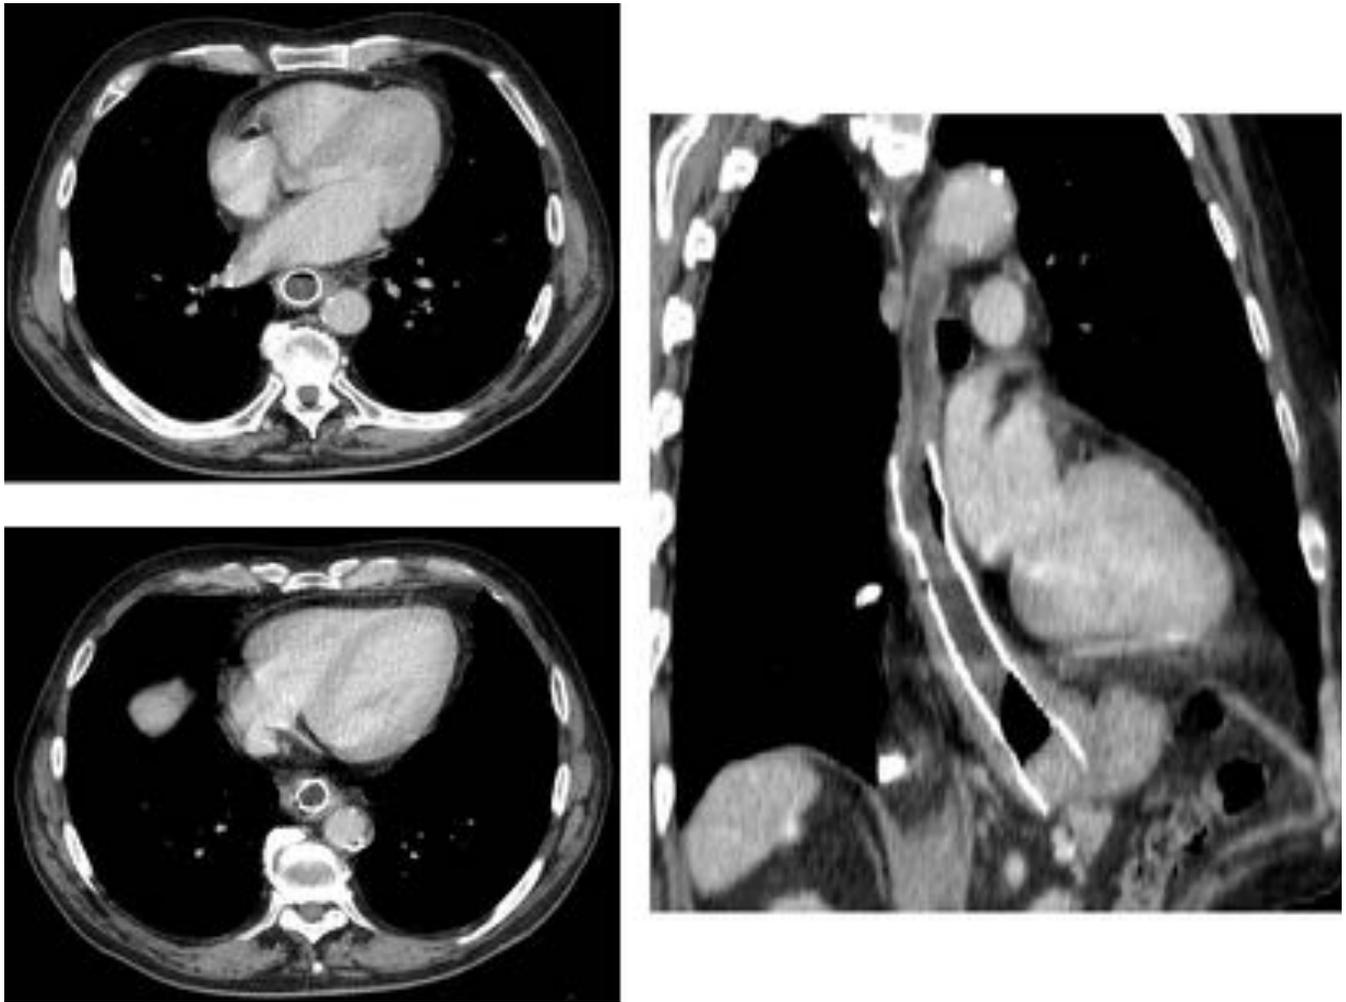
Paciente con neoformación esofágica en tratamiento quimioterápico paliativo y prótesis por disfagia. TAC con contraste de control. Imágenes axiales y coronal donde se observa la prótesis correctamente colocada.
